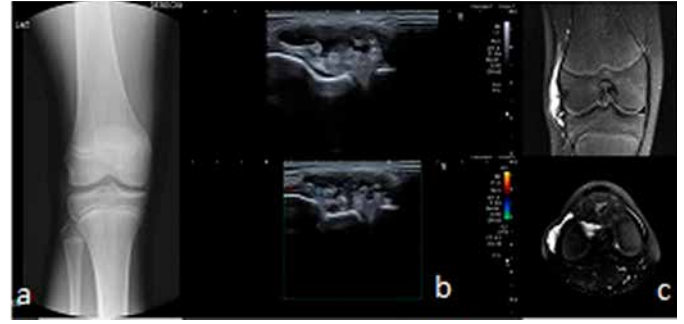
a. Rx rodilla derecha. b. Ecografía con sonda lineal.
